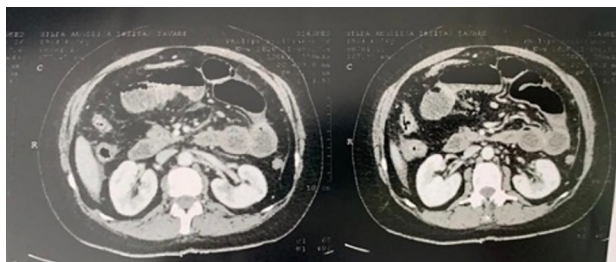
Tomografia abdominal demonstrando a presença de pneumatose, confirmando a gravidade do quadro da paciente.
